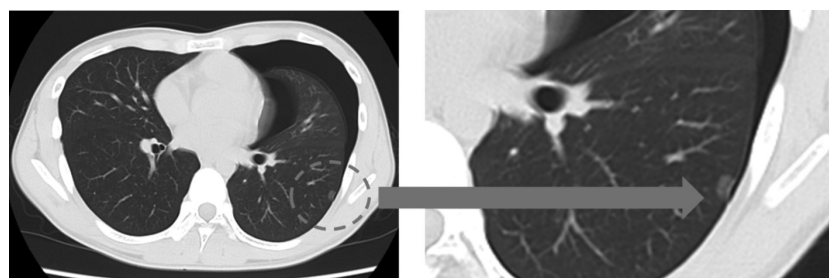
Chest computed tomography showing a ground-glass nodule in segment 8 of the left lung.
